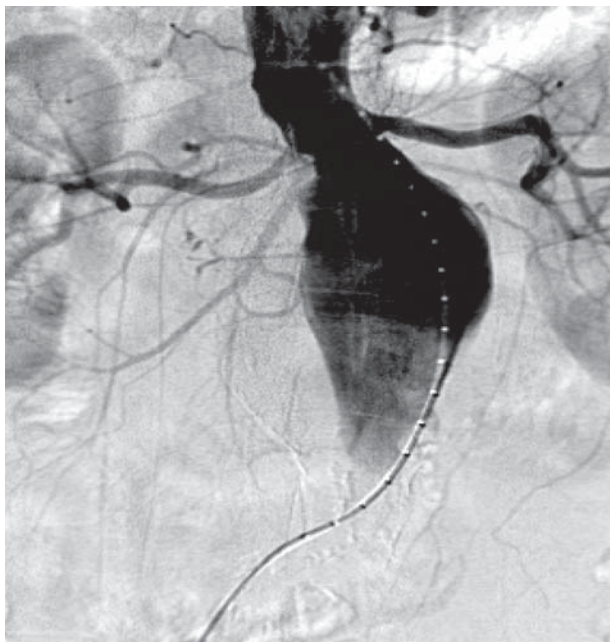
Рентгеноконтрастная аортограмма. Аневризма инфраренального отдела аорты начинается как раз ниже отверстия почечных артерий
